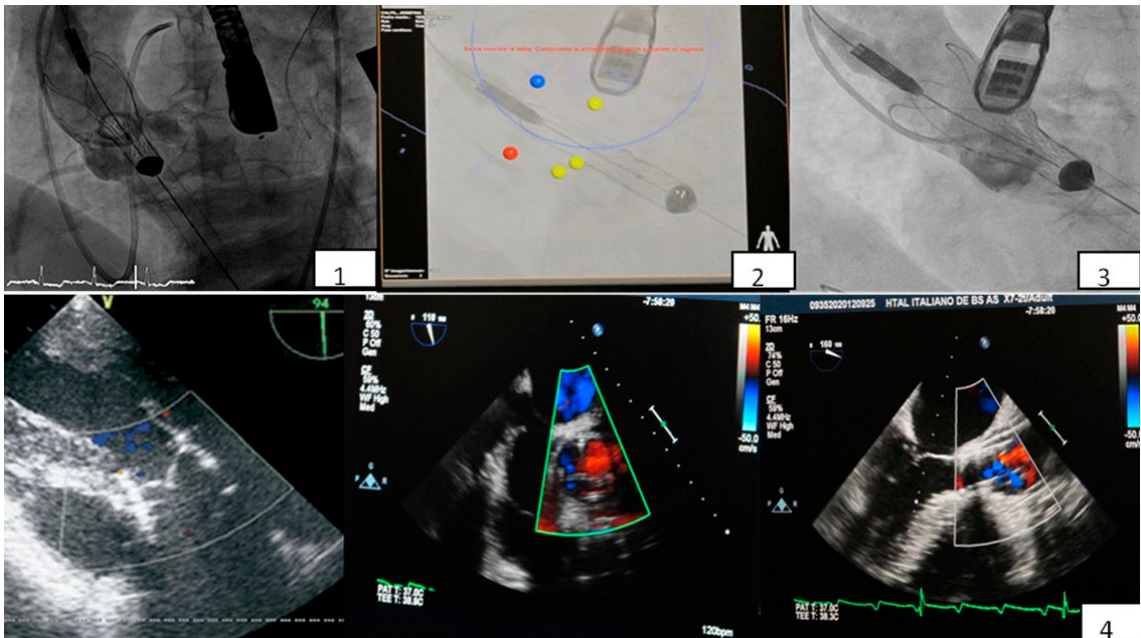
1. Angiografía con imagen del tronco coronario derecho. 2. Alineación del anillo con el plano de los ostium y valvas. 3. Despliegue parcial de la valvular y angiografía durante el implante. 4. Control por ETE Doppler de leak periprotésico e insuficiencia valvular.
